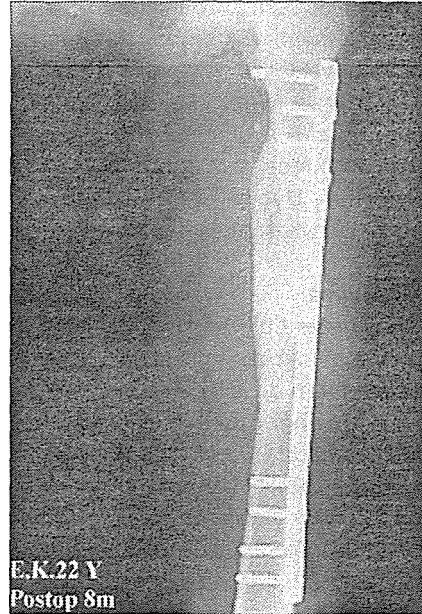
Aynı hastanın biyolojik fiksasyon ameliyatı sonrası çekilen ön-arka grafisi.
